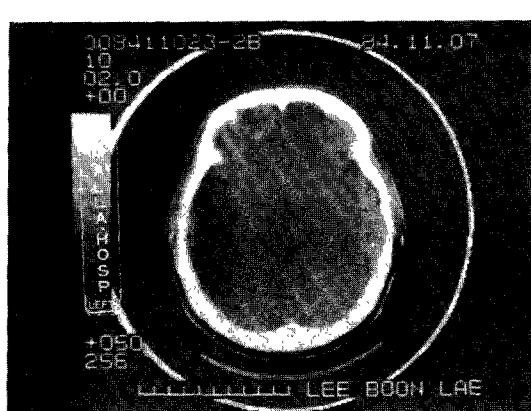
Uninfused CT scans showing delayed accumulation of intracerebral hematoma in a contused region.
